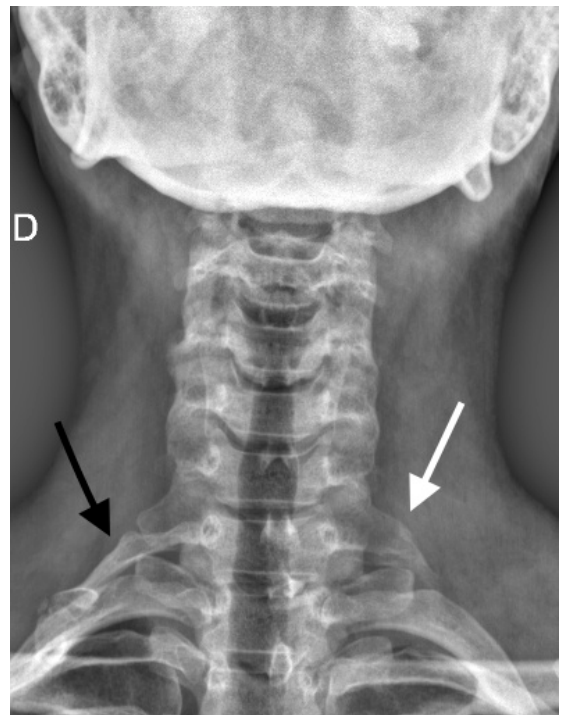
Anteroposterior cervical X-ray of the first case showing the cervical rib joined to the first right rib (black arrow). An elongated transverse process of C7 was also observed on the left (white arrow).
